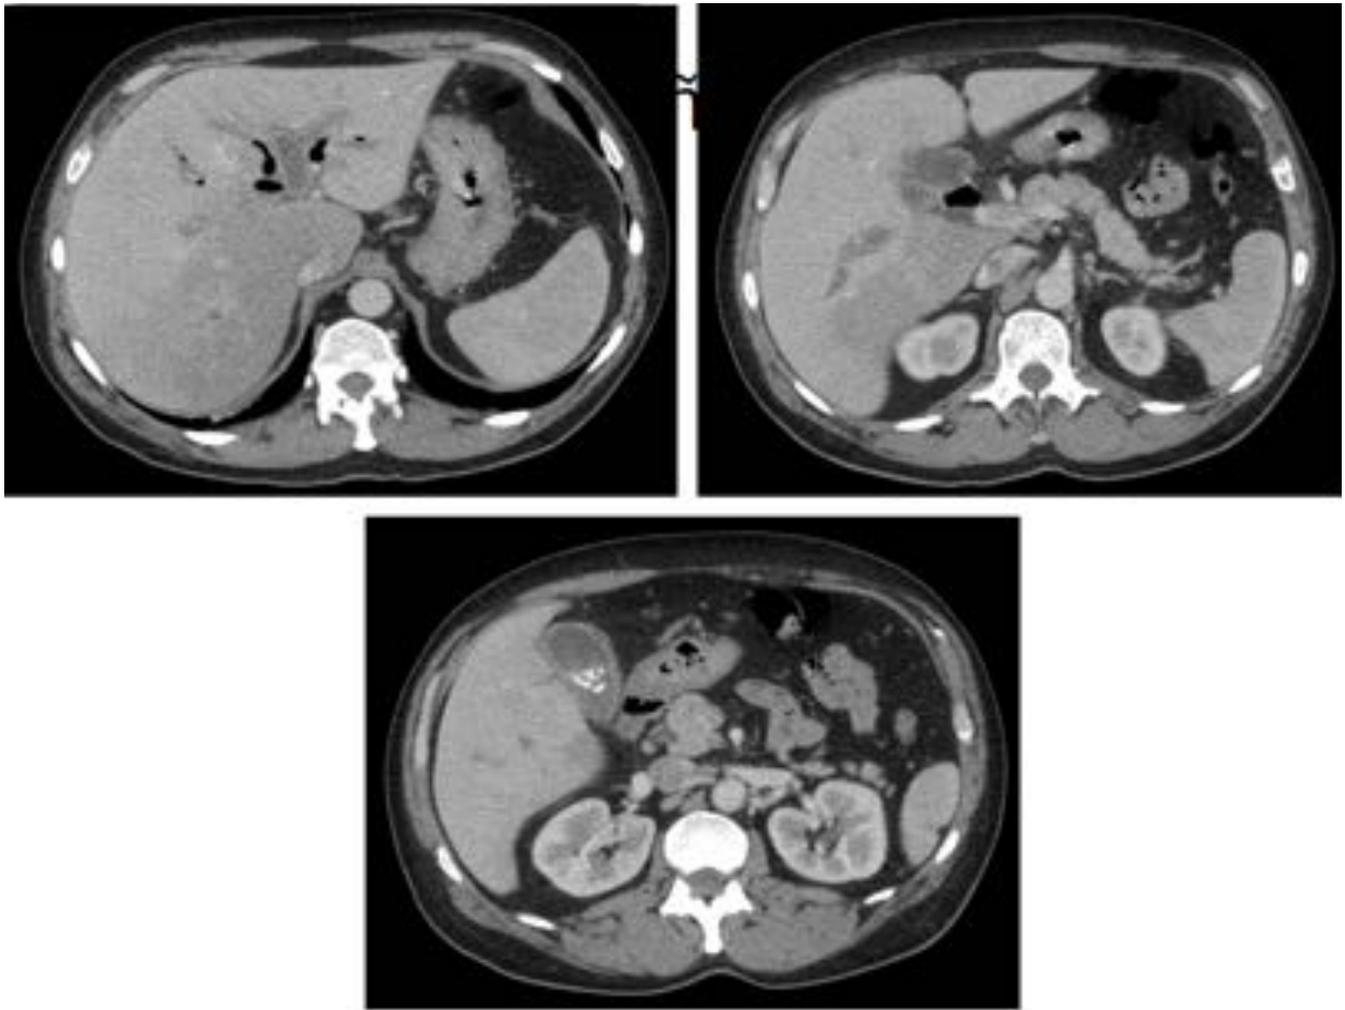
Paciente con dolor abdominal de cinco días de evolución en hipocondrio derecho y leucocitosis. Imágenes axiales de TAC. Existe una trombosis portal completa intra y extrahepática con alteración de la perfusión asociada. En este caso se acompaña de captación en las paredes. Además se visualiza una colecistitis litiásica complicada con un absceso que condiciona la trombosis portal.
